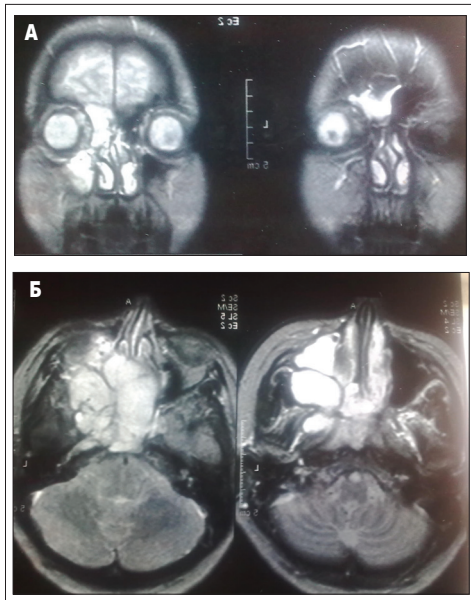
(А, Б). Хвора К., 29 років. (КТ та МРТ-дослідження). Фіброма носоглотки, що проросла в ПНП і орбіту (власне спостереження)
